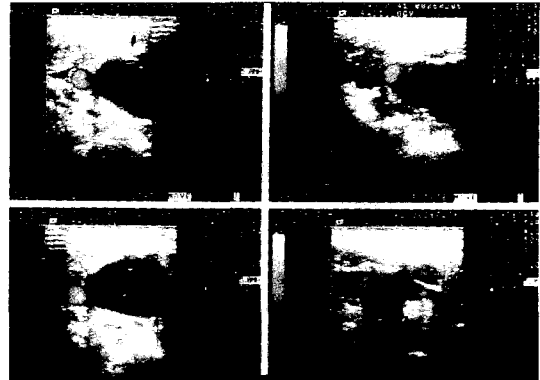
Color ultrasound doppler finding. The mass is directly communicated with the common carotid artery, but blood-flow into the mass is not observed.
